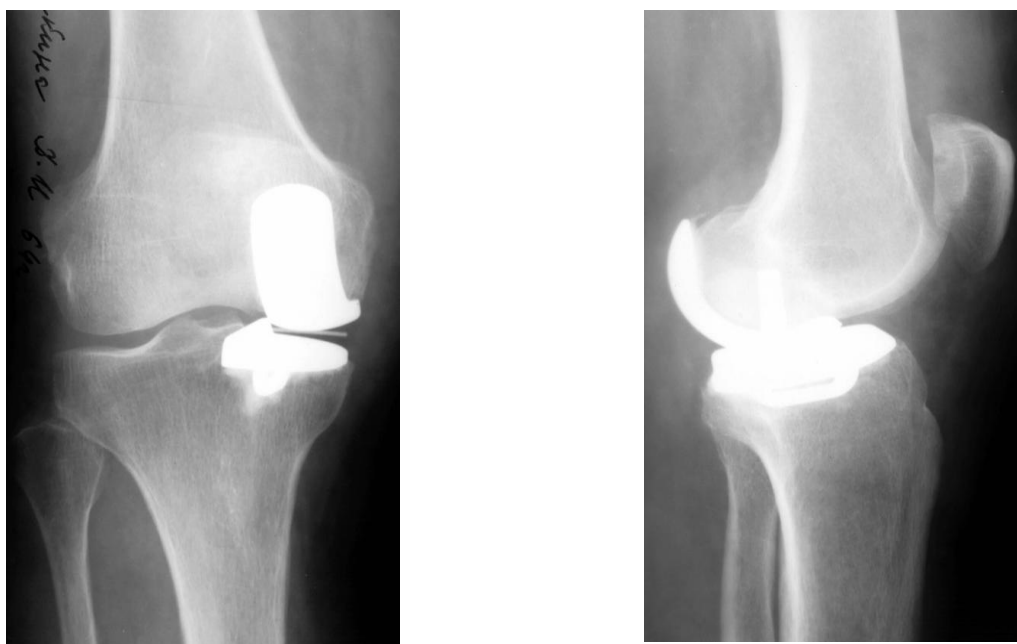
Рентгенограммы пациентки Т. после одномыщелкового эндопротезирования
